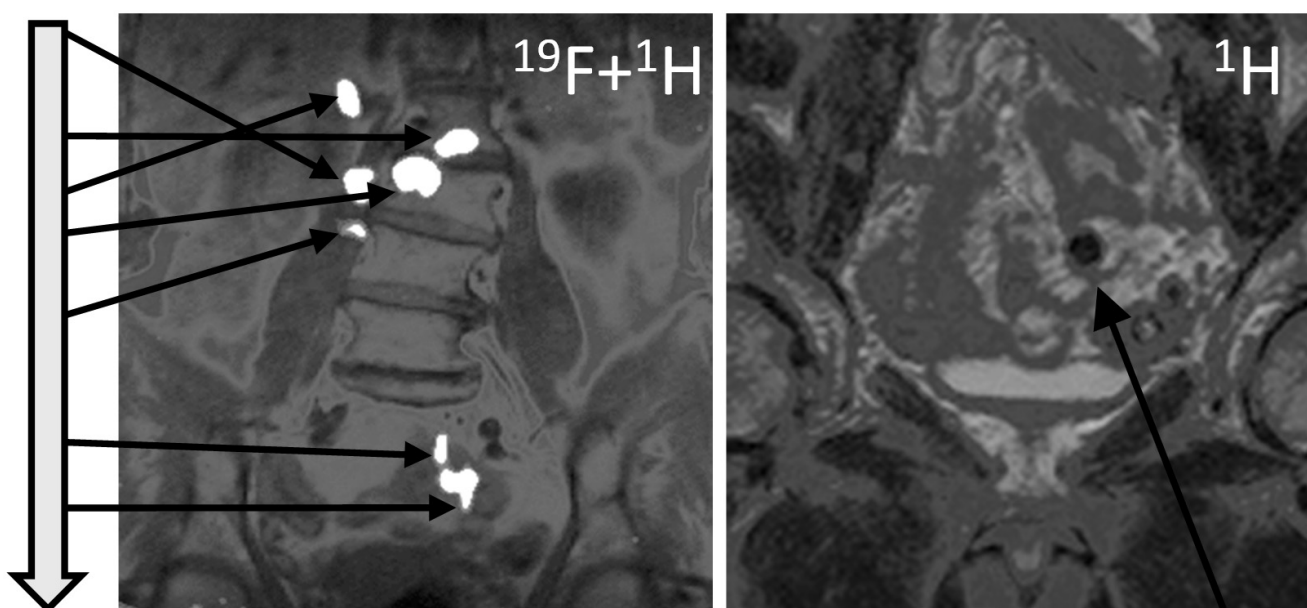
Слева – сумма ^{19}F и ^1H МРТ-изображений области интереса для пациента №2, полученных в разных сеансах ^{19}F МРТ сканирования. Концы стрелок указывают на локализацию капсулы в разные моменты времени, а их начальные участки соотнесены с временной осью, обозначенной в виде утолщенной вертикальной стрелки. Справа – ^1H МРТ-изображение малого таза пациента. Стрелкой отмечена зона выпадения МРТ-сигнала из-за присутствия капсулы с не содержащим водород препаратом (ПФУ)
